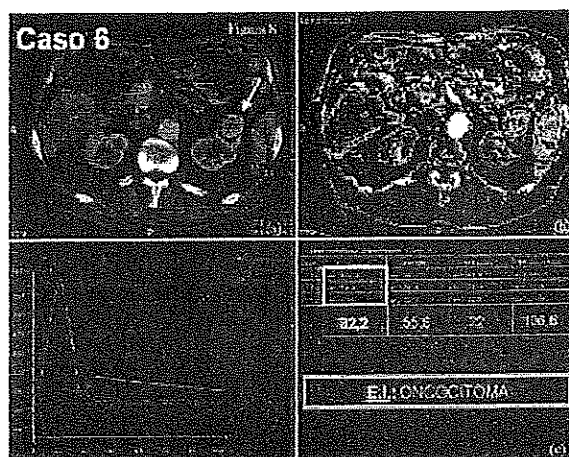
CASO 6: TC convenzionale (a) e TC con perfusione (b) correlata all'esame istologico (c)
